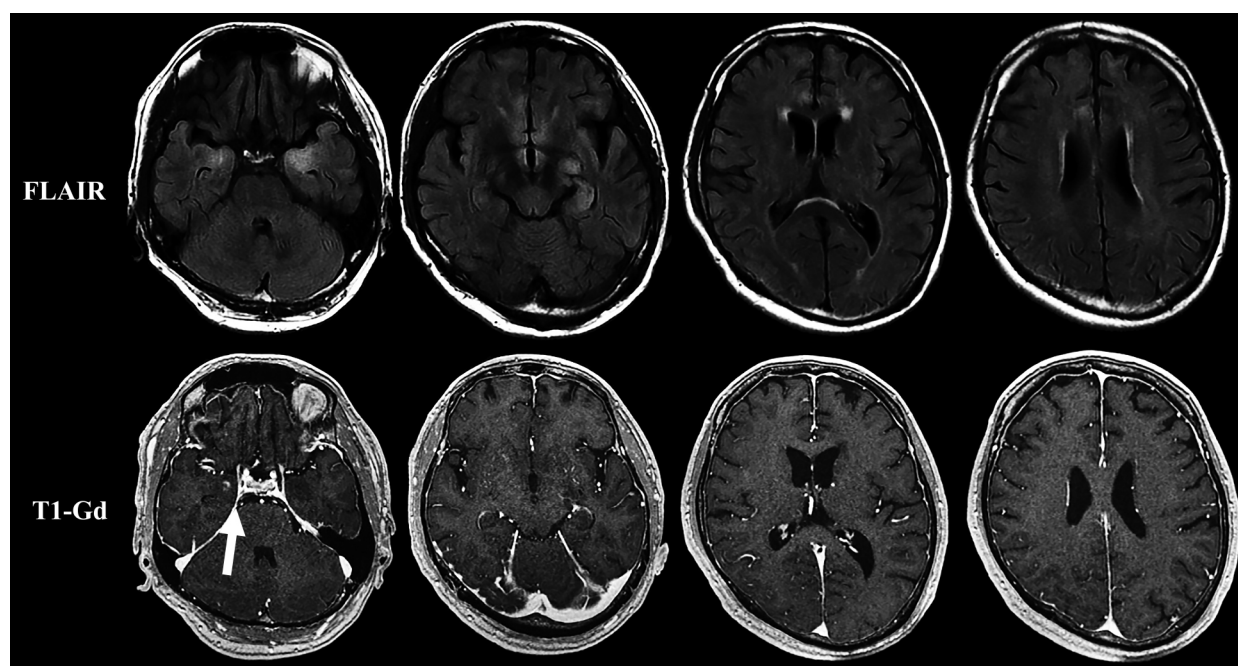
Brain MRI findings taken one week after hospital admission.
